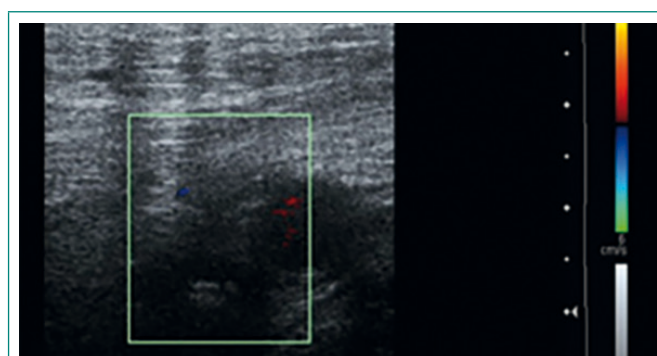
Ecografía Doppler de miembro inferior derecho. Ocupación de vena femoral común por material hiperecogénico, con trombosis venosa
